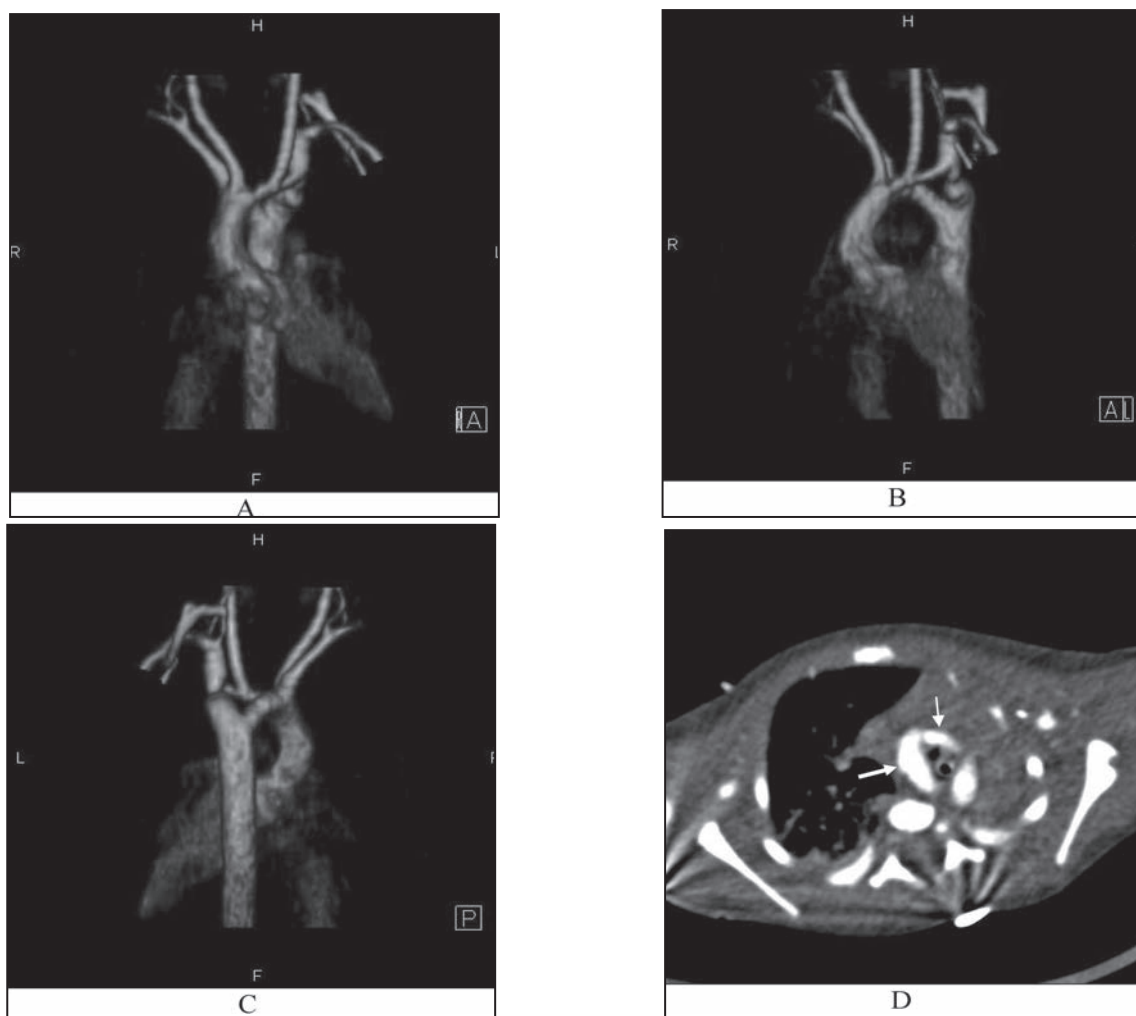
Мультиспіральна КТ з контрастуванням та 3-вимірною реконструкцією подвійної дуги аорти в передньо-задній (А), боковій (Б) та задній (С) проекціях. (D) аксіальна проекція, подвійна дуга аорти з домінуючою правою дугою. Дуги аорти позначені стрілками. Компресія трахеї. Тотальний ателектаз лівої легені.
